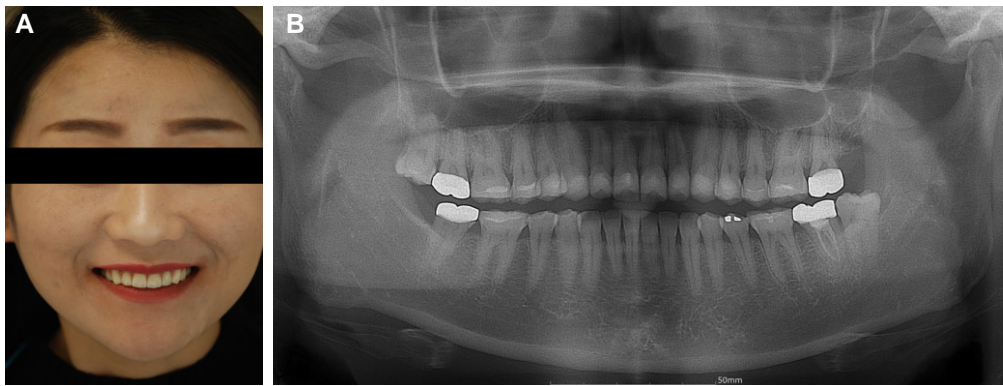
After treatment state. (A) Frontal view of facial photograph, (B) Panoramic radiograph.
